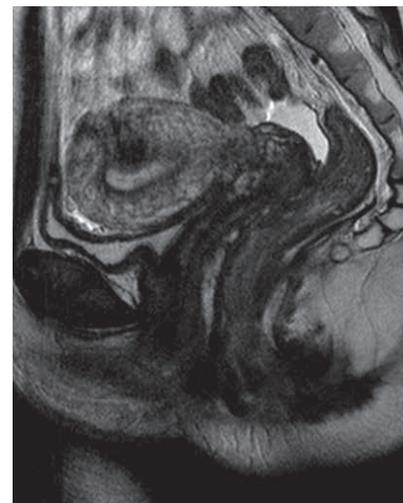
МРТ малого таза (июль 2019 г.): свищи прямой кишки с затеками
